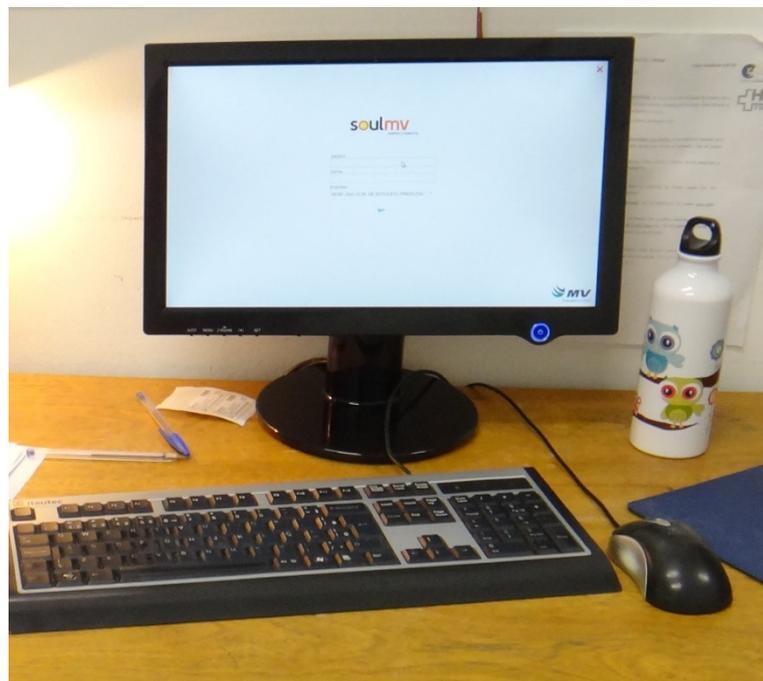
Máquina de laudos do setor de ressonância
